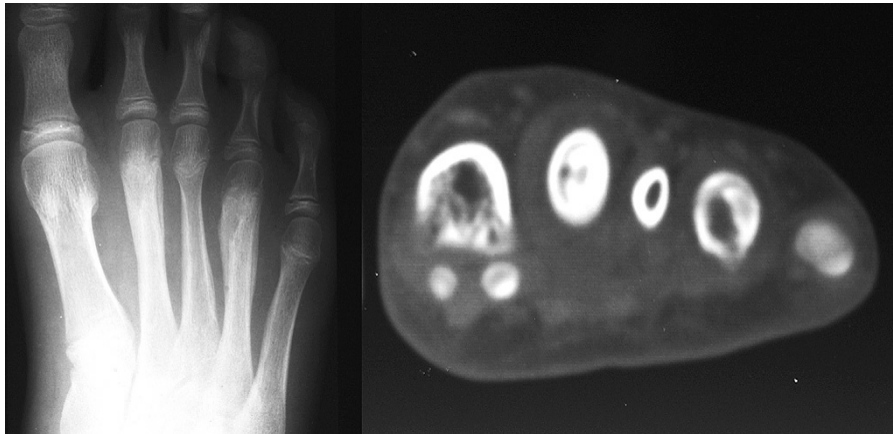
Radiographie conventionnelle (à gauche) et au TDM images axiales (à droite) de l'avant-pied d'un enfant montrant une hyperostose et une ostéite impliquant les deuxième et quatrième métatarsiens avec l'obtention d'une expansion marquée des os comparativement à la troisième métatarse normale. Notez les foyers ostéolytiques dans les aspects médiaux des métaphyses distales adjacentes à la physe. ^[15]
